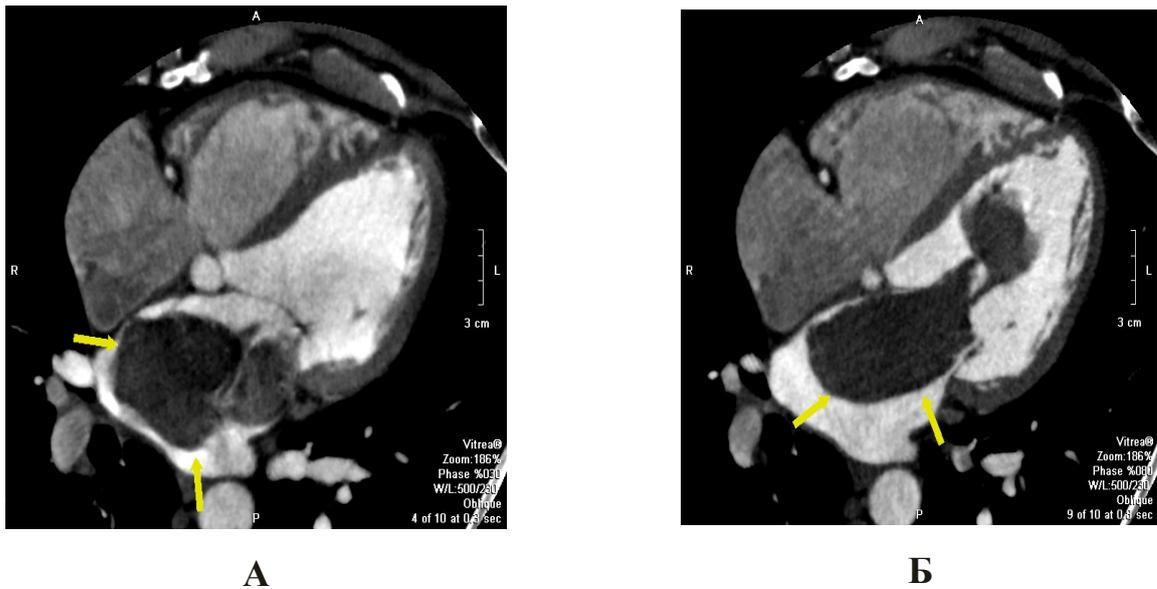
На комп'ютерно-томографічному зображенні серця в чотирикамерній позиції в діастолу (А) в ЛП визначається масивне, зниженої щільності (гіподенсивне) утворення, яке виходить з овального вікна. В систолу (Б) утворення пролабує в лівий шлуночок. Дистальний фрагмент пухлини дуже рухомий, тонкою ніжкою кріпиться до основного утворення
